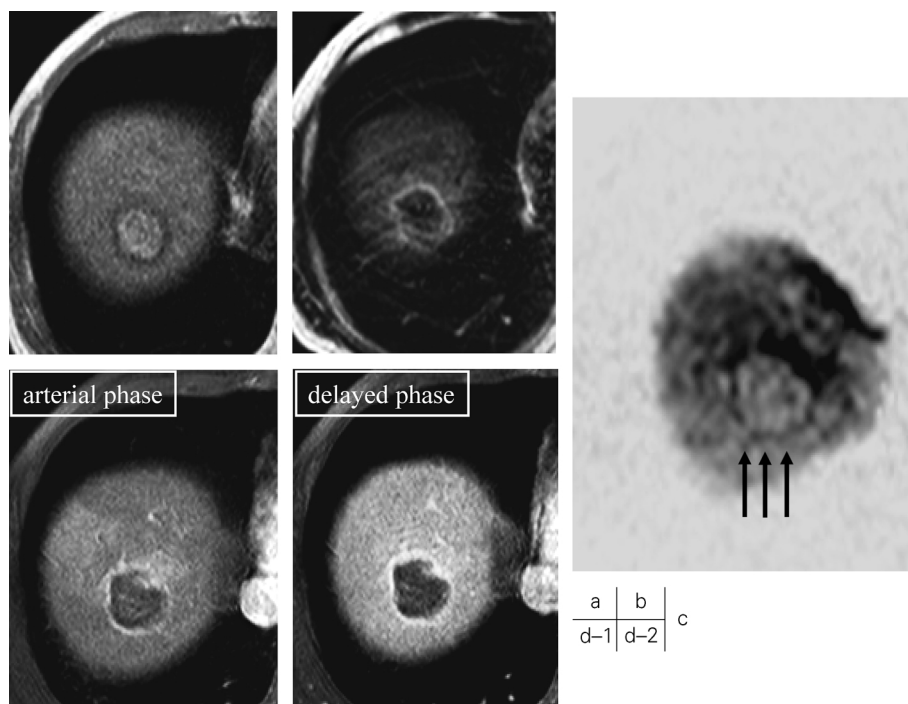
78-year-old woman with successfully RFA therapy for hepatocellular carcinoma. The whole tumor appeared high signal on T1-weighted image (a) and low signal on T2-weighted image (b). This is corresponded to coagulation necrosis. On high-b-value DWI, this portion showed distinct low signal (c, arrows) due to high ADC value. The tumor was not enhanced at early phase of contrast-enhanced dynamic MRI (d-1, 2). The peripheral reactive granulation tissue also showed thin ring-enhancement on the same image.
